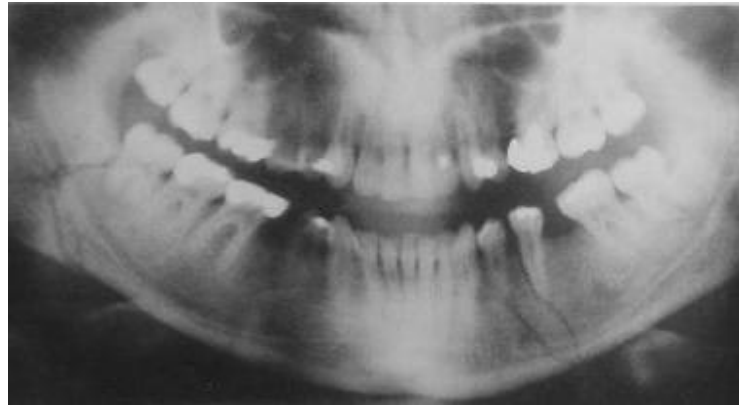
Fracturas mandibulares vistas en una radiografía panorámica. Tomado de Andreasen (2007)
